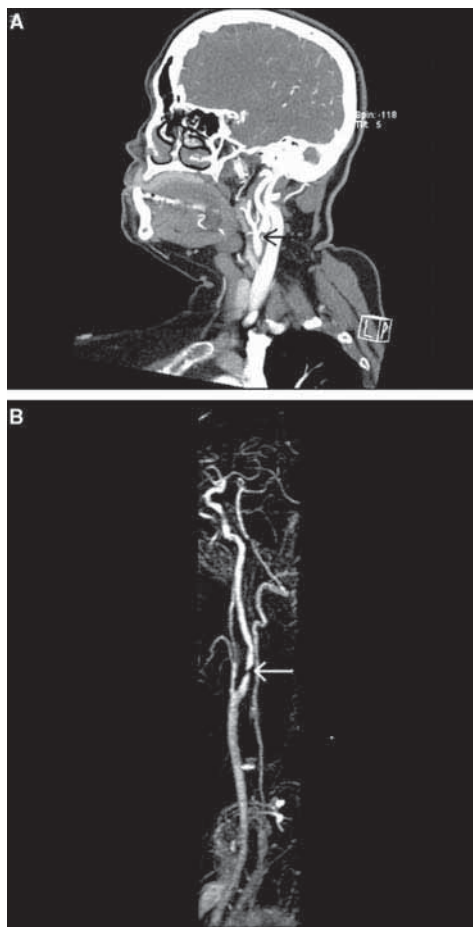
A : 頸部頸動脈の CT アンギオ像。
